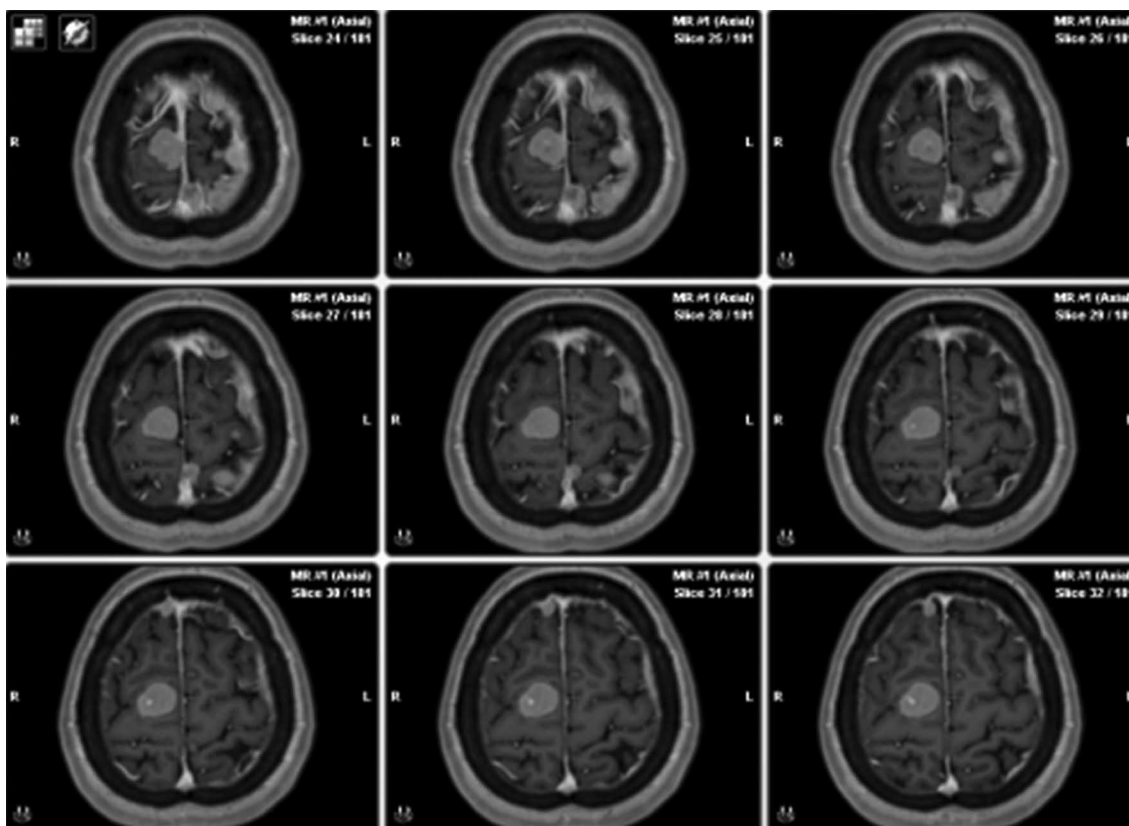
МРТ головного мозку із парамагнетиком, T1-зважене зображення. Нейрофіброматоз типу II. Множинні менінгіоми оболонки головного мозку. До радіохірургічного лікування
